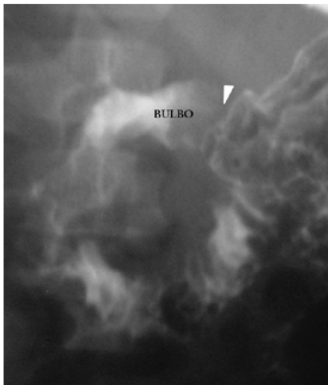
Radiografia contrastada da região antroduodenal de um lactente saudável com quatro meses de idade mostra canal pilórico normal, permeável (ponta de seta branca). O intervalo entre a base bulbar e o antro gástrico corresponde à musculatura pilórica normal.
